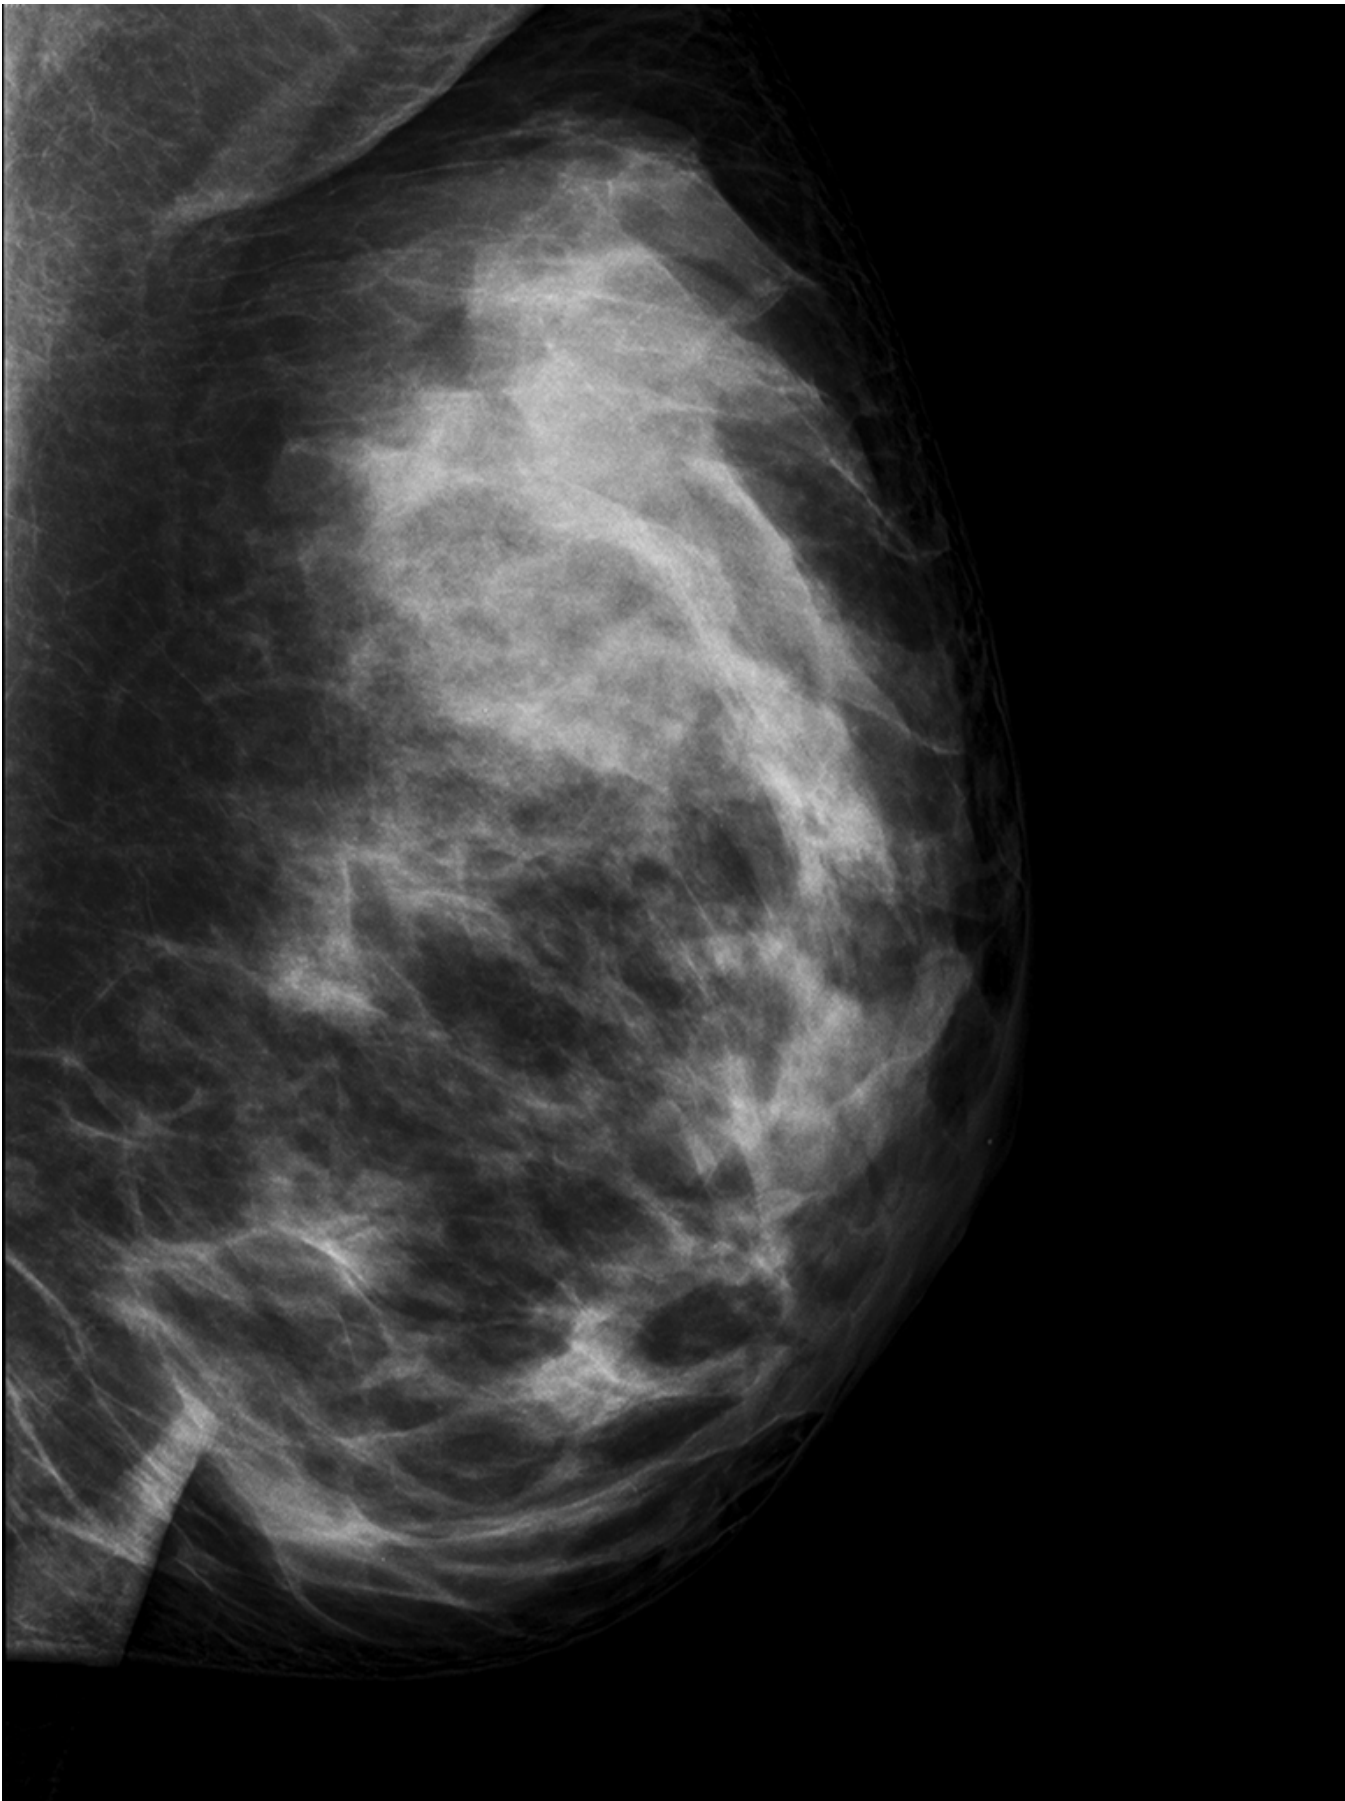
Signos de probable MFQ. No se objetivan nódulos definidos. Se completa con ecografía.
